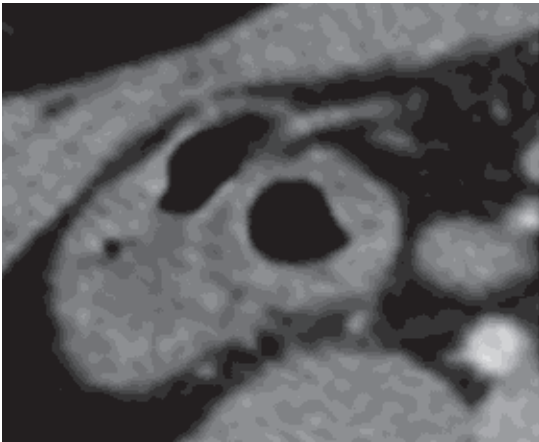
腹部造影 CT 検査所見。Fig.1c の丸の部位を拡大。
